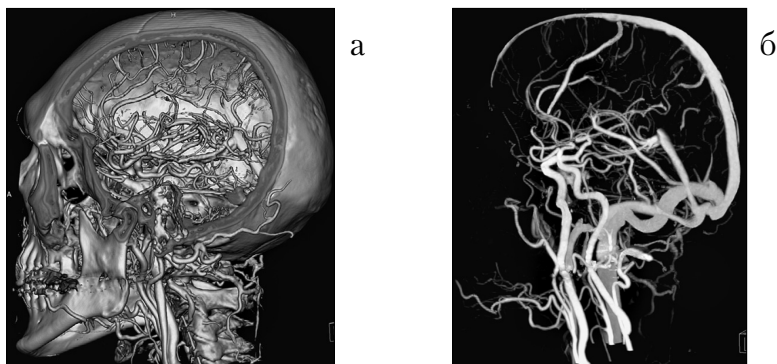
КТ-ангиография головного мозга: а - нативное изображение, б - визуализация сосудов после компьютерного вычитания скелета
